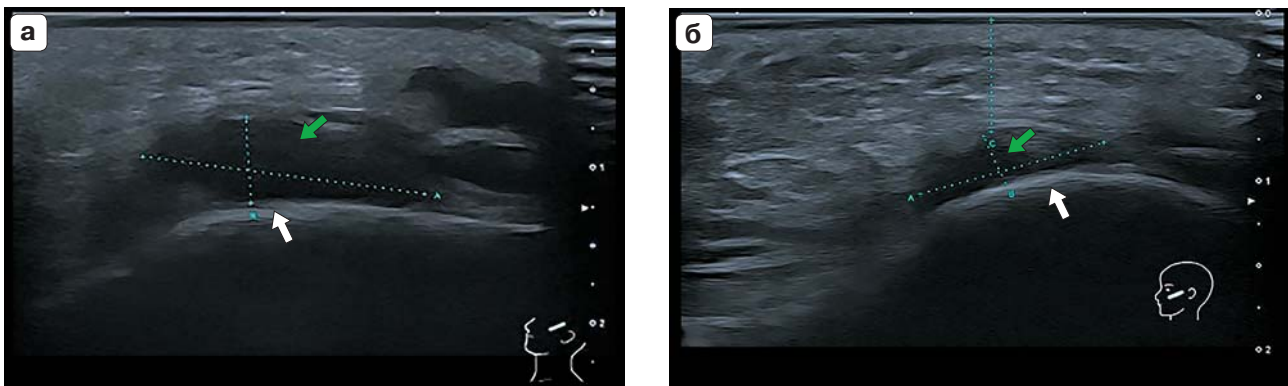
УЗИ левой скуловой области в В-режиме (а – до лечения, б – после лечения). а – наклонно лоцируется анэхогенная зона с четкими неровными контурами, однородной эхоструктуры (по эхопризнакам наиболее вероятно филлер на основе гиалуроновой кислоты); б – при динамическом наблюдении отмечается уменьшение размеров филлеров (белыми стрелками отмечена скуловая кость, зелеными стрелками – филлер на основе гиалуроновой кислоты).
